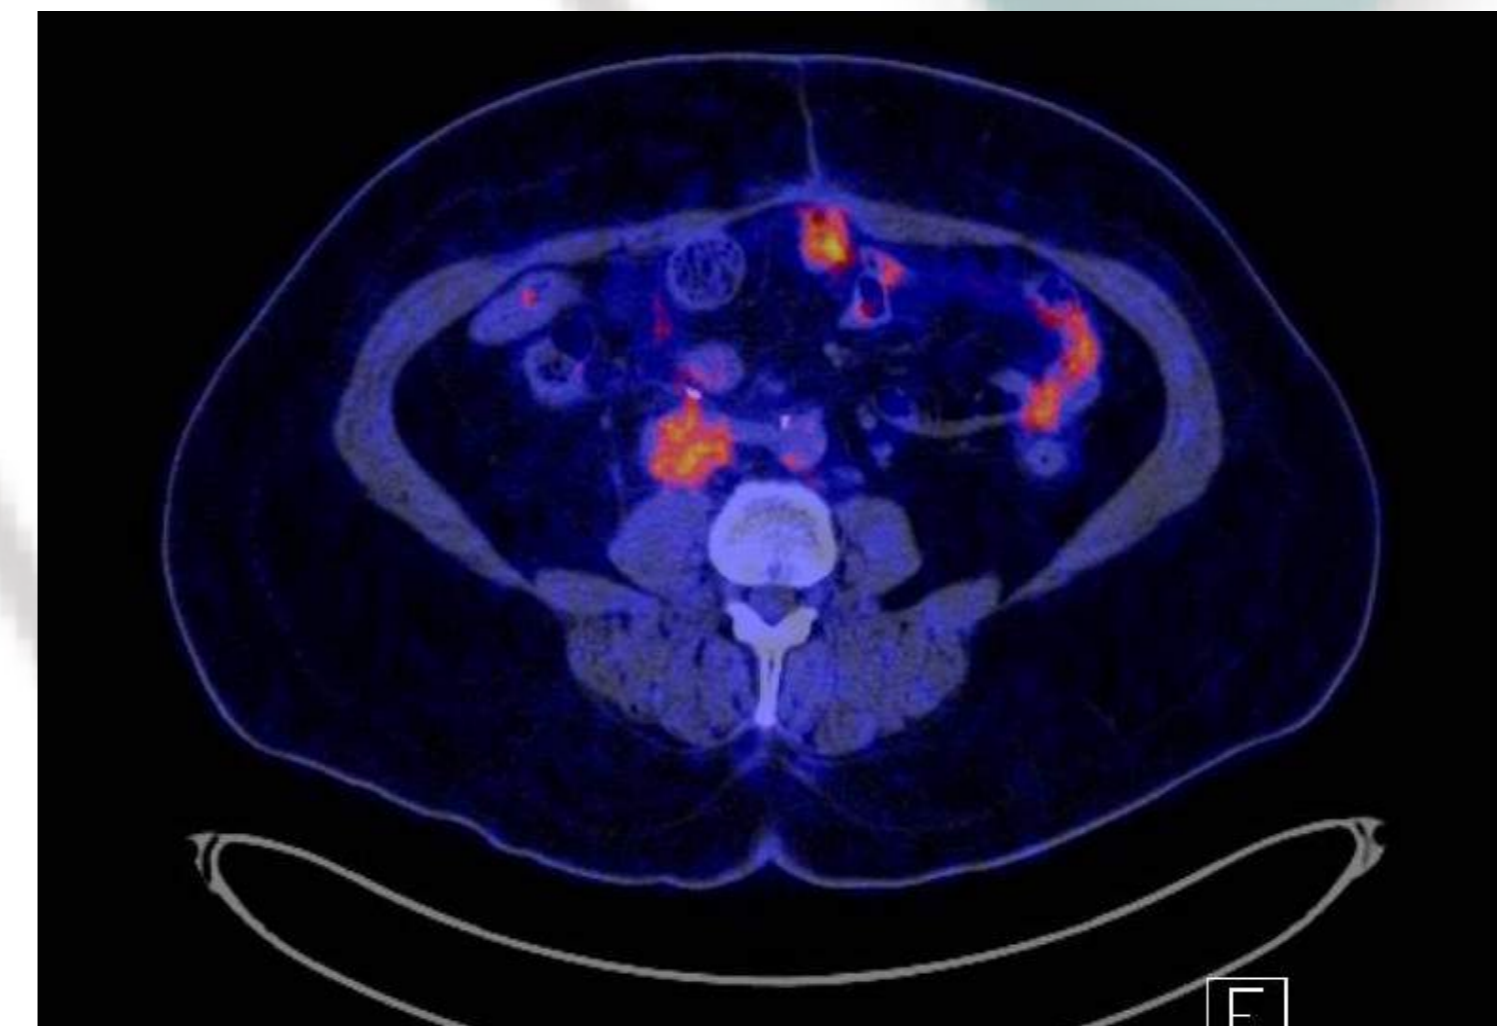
Imagen de PET-TAC pretratamiento con Radioterapia.
